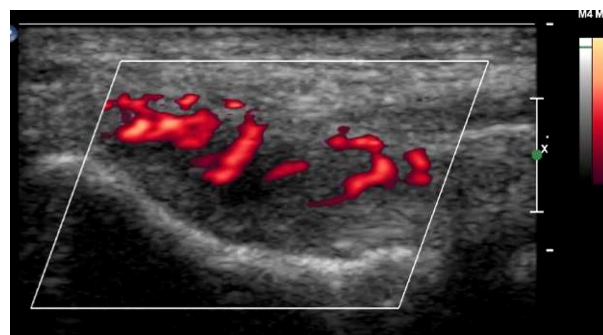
Señal Doppler de poder en la inserción de tendones extensores en casos de entesopatía de origen inflamatorio.
